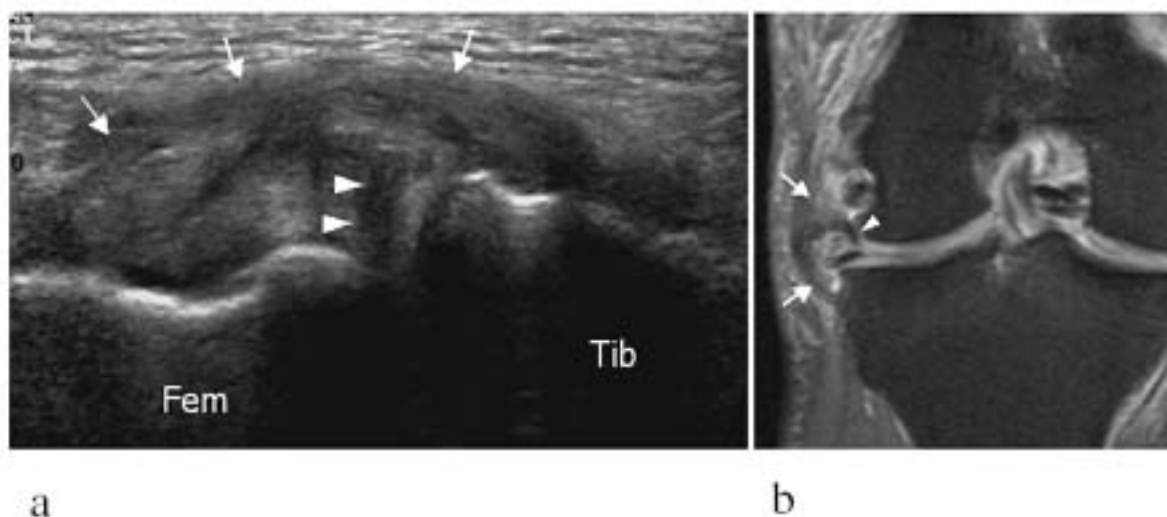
(a) Imagen coronal obtenida en el nivel de la cara lateral de la rodilla en un paciente con un quiste meniscal. El ultrasonido muestra la extrusión del cuerpo meniscal. El menisco presenta un desgarramiento oblicuo degenerativo interno (puntas de flecha). El quiste meniscal se evidencia como una masa hipo-hiperecoica adyacente al menisco (flechas). Fem=fémur, Tib=tibia. (b) La imagen de la resonancia magnética con densidad de protones y saturación de grasa confirma la presencia del quiste (flechas) así como el desgarramiento meniscal (puntas de flecha).
